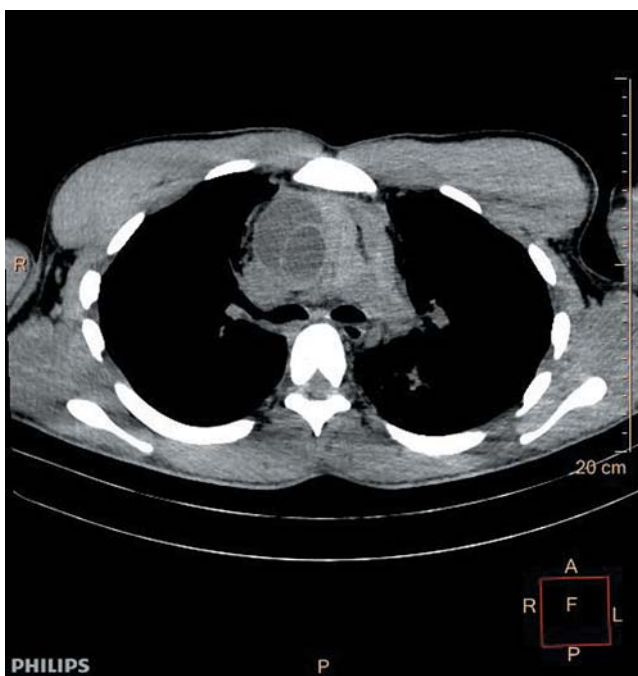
Компьютерная томография. Расслаивающая аневризма аорты (наличие внутренней мембраны, двуконтурность просвета аорты)
